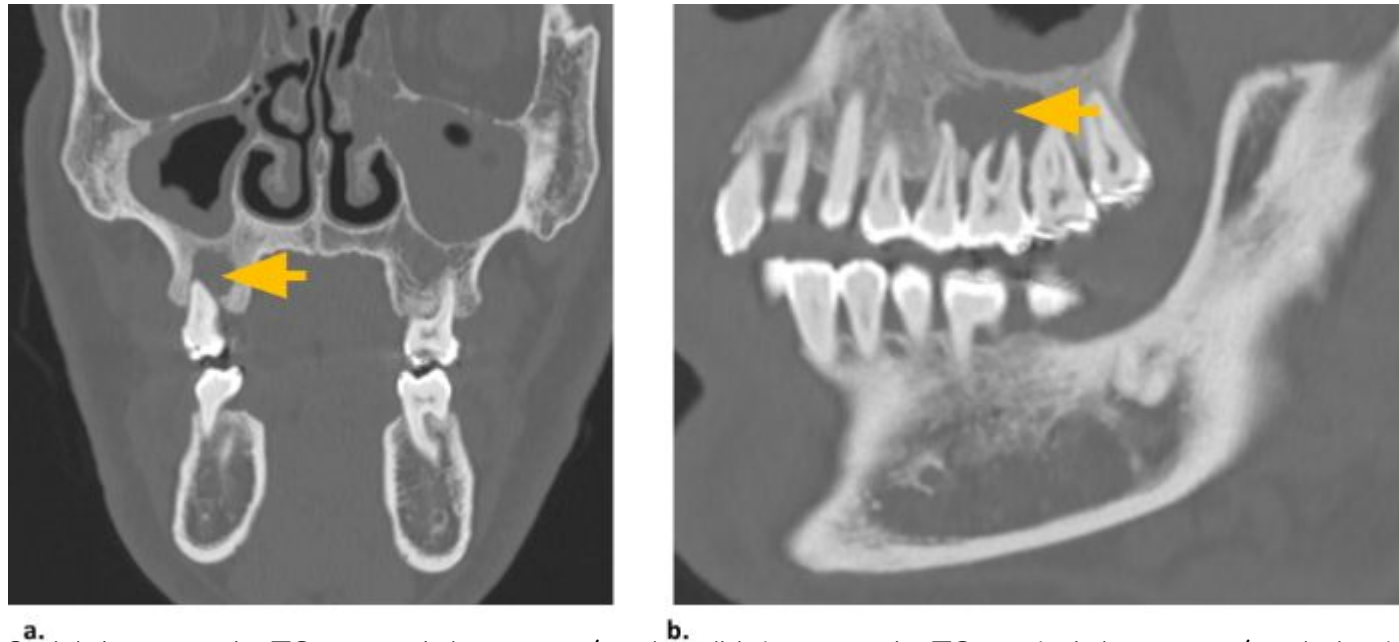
^{a.} (a) Imagen de TC coronal (ventana ósea) e ^{b.} (b) imagen de TC sagital (ventana ósea). Lesiones lúcidas periapicales en el lado derecho alrededor de las raíces del segundo premolar y de los primeros y segundos molares, compatibles con quistes radiculares periapicales, con cambios erosivos óseos sutiles adyacentes (flecha amarilla).
